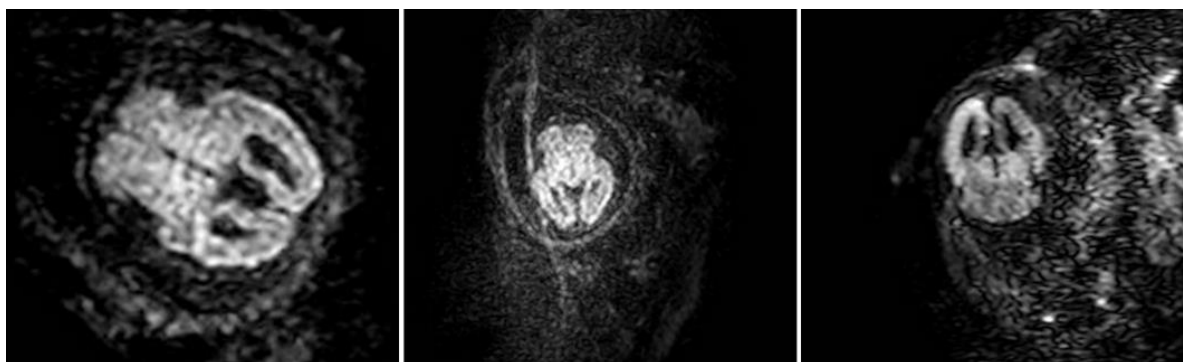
immagini ottenute da sequenze ZOOM DWI, DWI OG e DIFF FETO.
